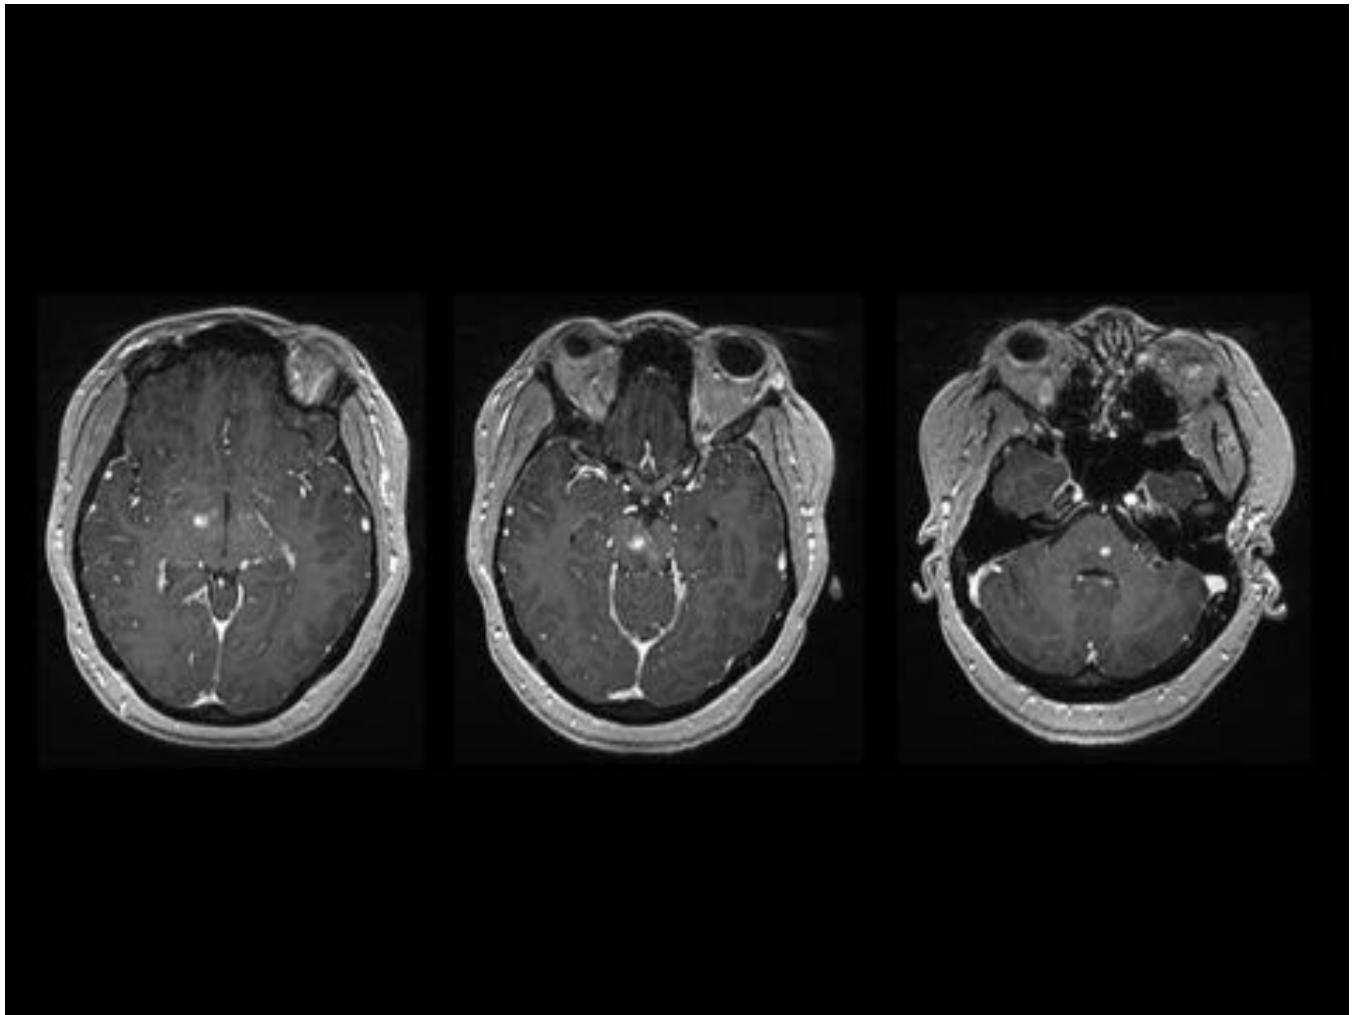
Caso 4. Etiología inflamatorio / infecciosa. RM Cráneo. Imágenes axiales en secuencia T1 post-contraste. Se aprecia captación de aspecto nodular e irregular de la cápsula interna y hemimesencéfalo derechos, así como de la hemiprotuberancia izquierda, característicos de la afectación cerebral secundaria a la Enfermedad de Bechet.
